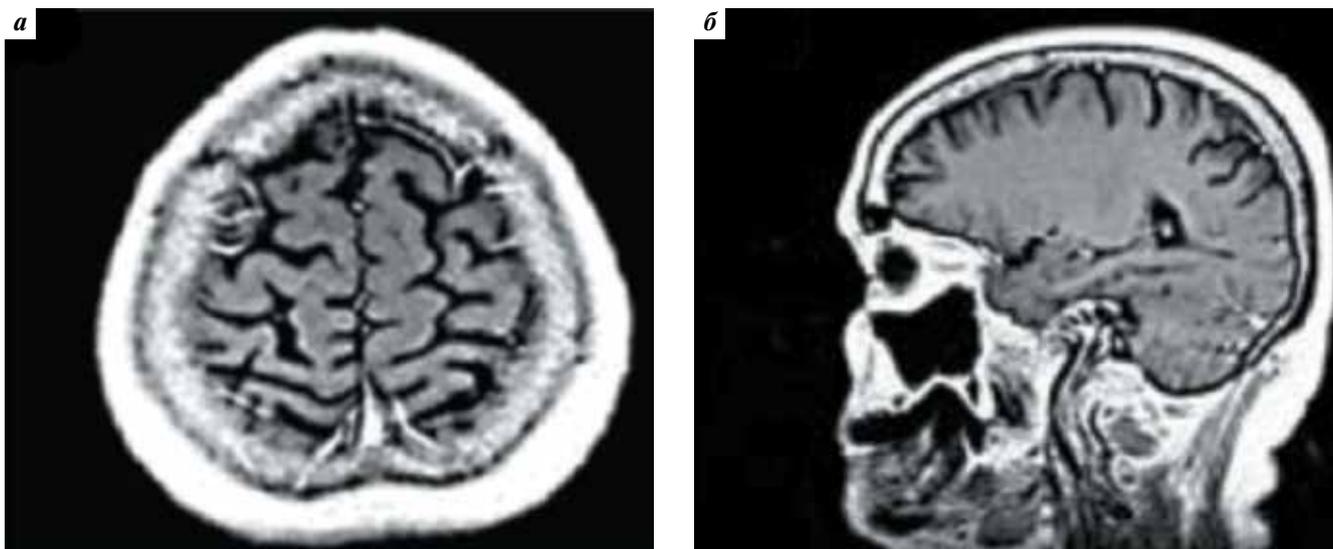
Пациентка Д., 71 год. Результаты магнитно-резонансной томографии головного мозга с контрастным усилением от 20.10.2010 (после 6-го курса полихимиотерапии, стереотаксической радиохирургии и лучевой терапии на весь головной мозг), аксиальная (а) и сагиттальная (б) проекции: полная регрессия метастаза
